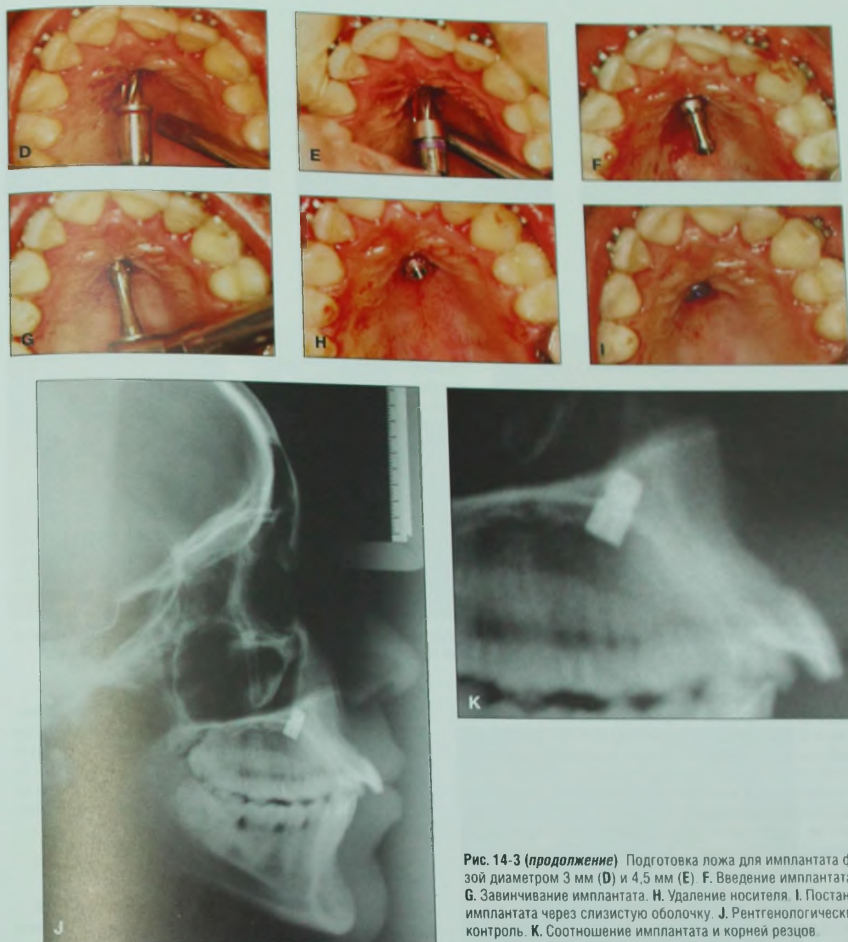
(продолжение) Подготовка ложа для имплантата фрезой диаметром 3 мм (D) и 4,5 мм (E) F. Введение имплантата. G. Завинчивание имплантата. H. Удаление носителя. I. Постановка имплантата через слизистую оболочку. J. Рентгенологический контроль. K. Соотношение имплантата и корней резцов.
